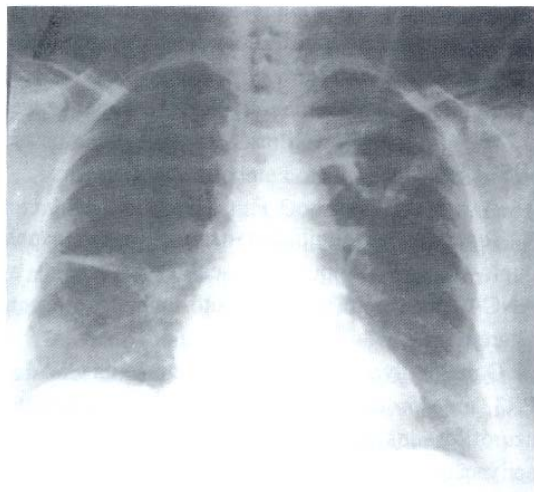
Radiografia do tórax PA: nódulo escavado no LSE
